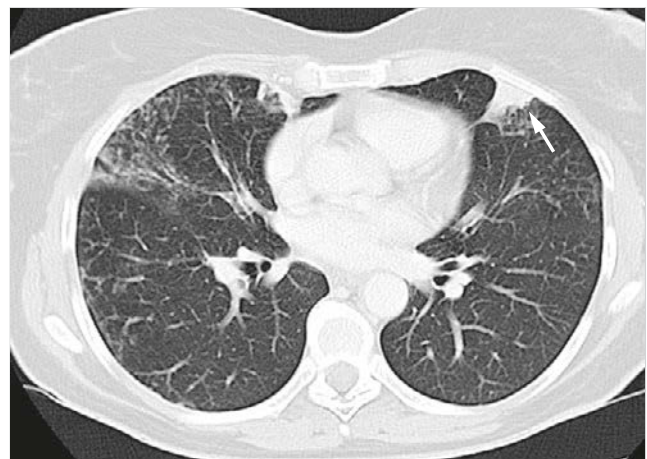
Nichtspezifische interstitielle Pneumonie, zelluläre Form. CT-Bild. Milchglastrübungen, geringe intralobuläre retikuläre Verdichtungen und periphere Konsolidierungen (Pfeile). Ursprünglich radiologisch als kryptogene organisierende Pneumonie gedeutet.
